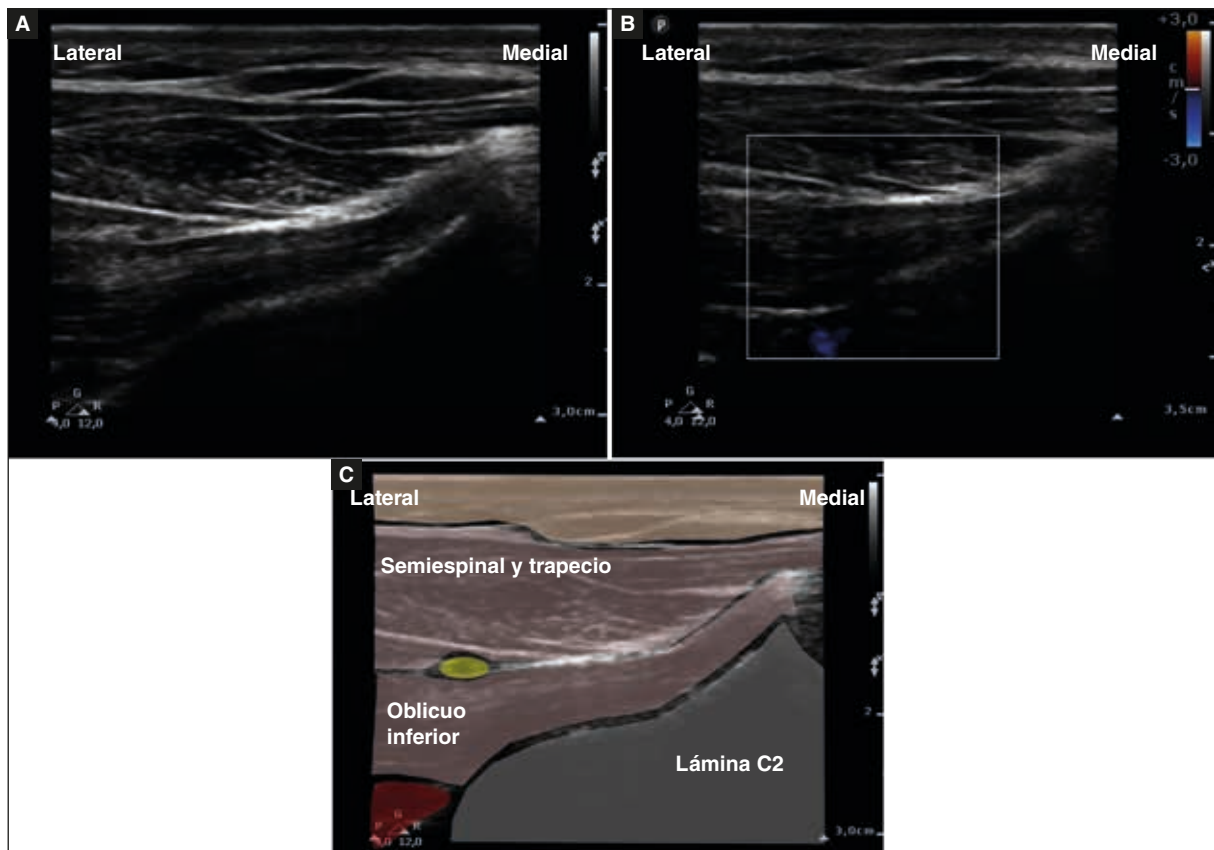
Imagen ecográfica con transductor de alta frecuencia (abordaje del oblicuo inferior según la técnica descrita por Greher). A: imagen obtenida con el transductor sobre el eje longitudinal del músculo oblicuo inferior de la cabeza a nivel de la vértebra cervical C2. Se puede observar la línea hiperecoica que corresponde a la lámina de la vértebra cervical C2. En posición medial aparece el tubérculo medial de la apófisis espinosa de dicha vértebra y su correspondiente sombra acústica posterior. Alineando longitudinalmente con la sonda de ultrasonidos podemos ver discurrir sobre la lámina de C2 el músculo oblicuo inferior de la cabeza. Se puede observar la imagen ecográfica clásica del músculo en forma de «pluma de ave» que indica que las fibras están alineadas longitudinalmente con el haz de ultrasonidos. Encima del plano del oblicuo inferior se puede ver el nervio occipital mayor en sección situado entre el músculo oblicuo inferior en profundidad y el conjunto muscular formado por los músculos semiespinal y trapecio por encima. Estos últimos músculos se pueden observar ecográficamente siguiendo la morfología ecográfica en «cielo estrellado» que indica que las fibras musculares están alineadas de manera transversal con el haz de ultrasonidos y, por tanto, se ven en sección. En profundidad, y medialmente, se observa la presencia de la arteria vertebral en su transición entre las vértebras C2 y C1 (momento en que deja de estar protegida por el hueso). El uso del modo Doppler (B) resulta de utilidad para poder verificar su posición. C: imagen de sonoanatomía anotada. En gris, la línea de la lámina de la vértebra C2, la apófisis espinosa y la sombra acústica posterior. En rojo se objetiva la arteria occipital en profundidad en la zona lateral. Los planos musculares del oblicuo inferior y del conjunto semiespinal y trapecio se destacan en rosa. En amarillo, el nervio occipital mayor, en el plano entre el músculo oblicuo inferior de la cabeza en profundidad y los músculos semiespinal y trapecio por encima.
